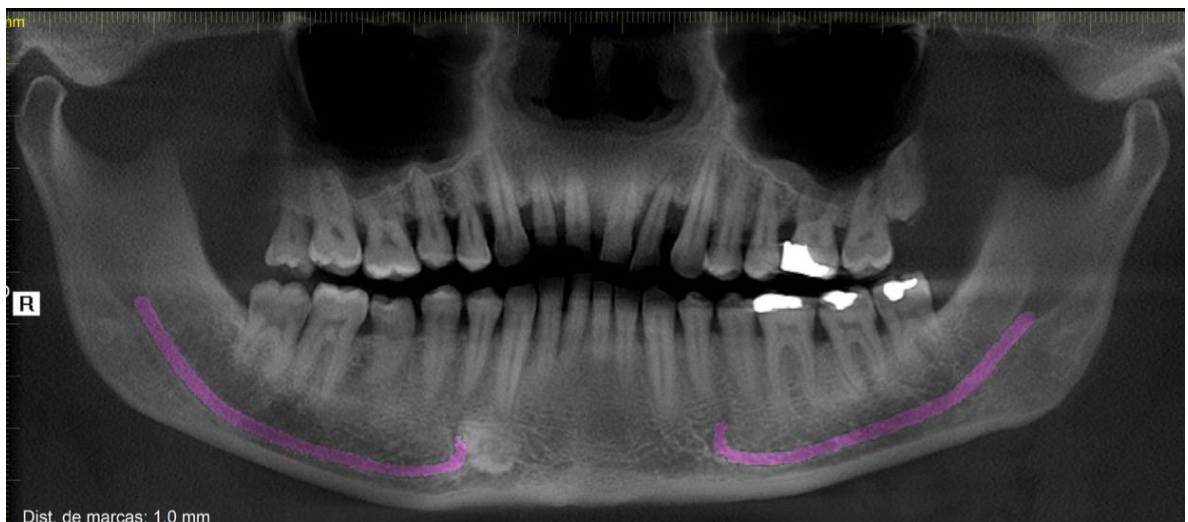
Radiografía Panorámica Inicial. Caso 2
